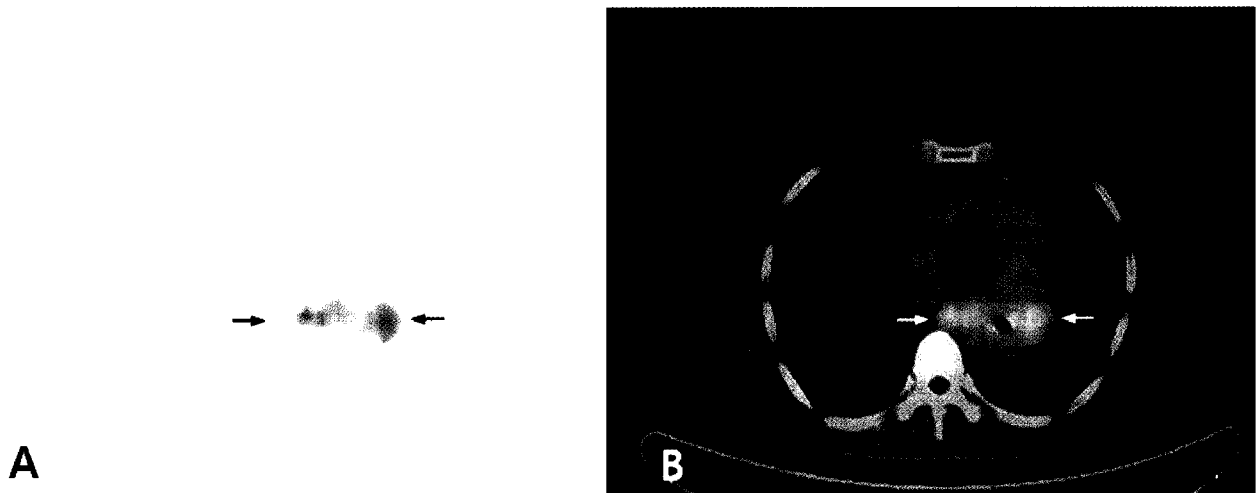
The axial images of F-18 FDG-PET (A) and fusion PET/CT (B) show high FDG uptake (SUVmax= 4.3) of well-defined large mass in distal esophagus (arrows).
